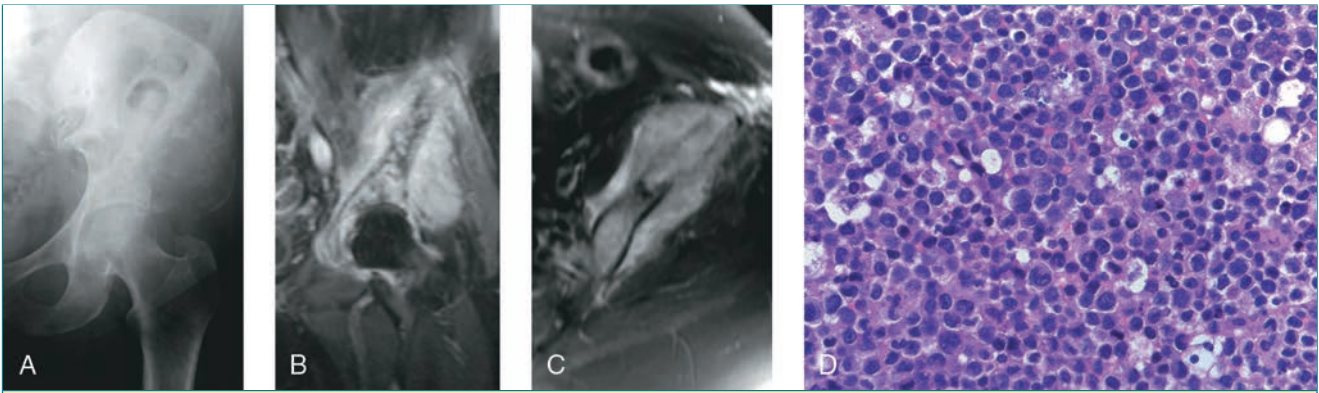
Linfoma en una mujer de 72 años que presentaba dolor en la región lateral de la cadera. A, La radiografía anteroposterior de la cadera y la pelvis izquierdas revela una lesión lítica extensa en el ilíaco y una fractura patológica asociada. Las RM frontal (B) y axial (C) ponen de relieve la extensión de la masa de partes blandas circundante. D, La imagen microscópica de gran aumento revela una lesión de células azules redondas pequeñas (más grandes que los linfocitos). La tinción CD20 fue positiva para un linfoma de linfocitos B.
